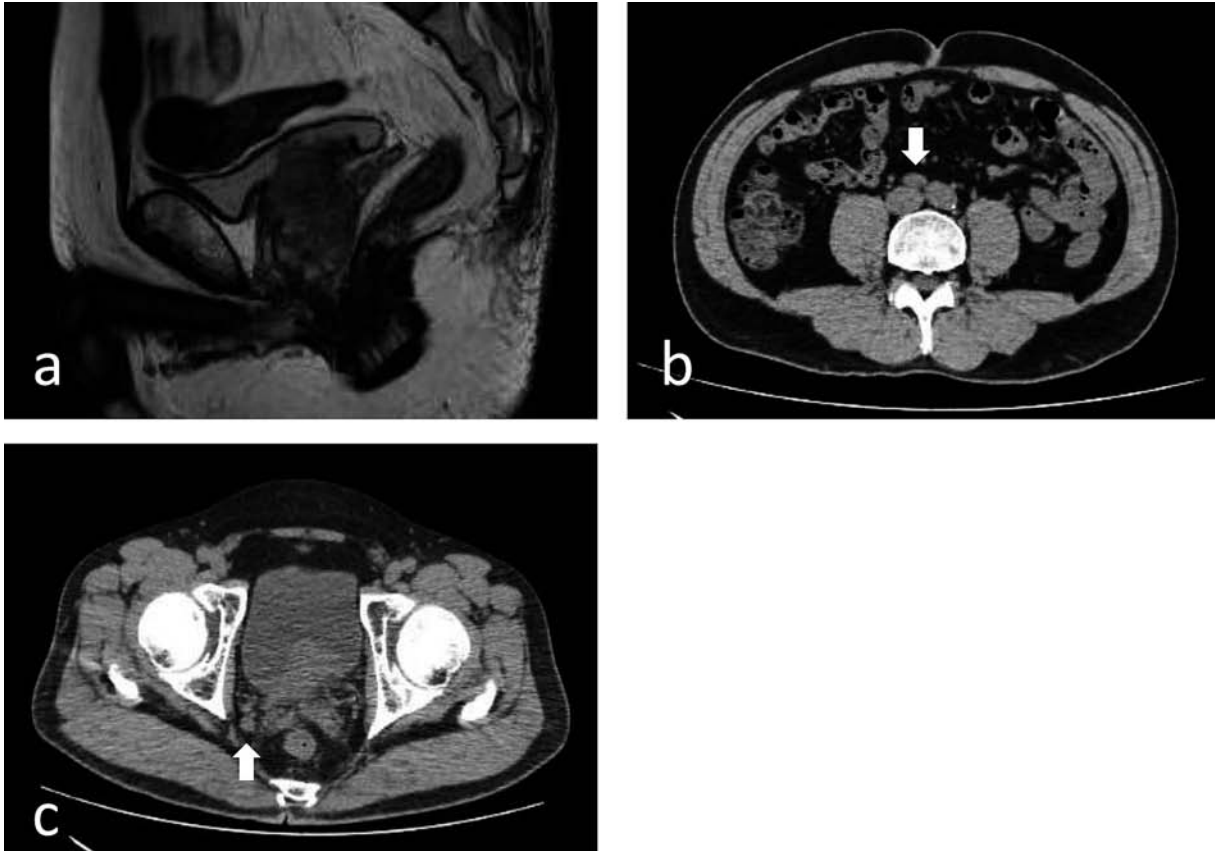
Imaging studies at the initial visit. a: MRI showed the invasion of prostate cancer to the bladder (arrow). CT showed paraortic (b) and internal iliac lymph node enlargement (c).
